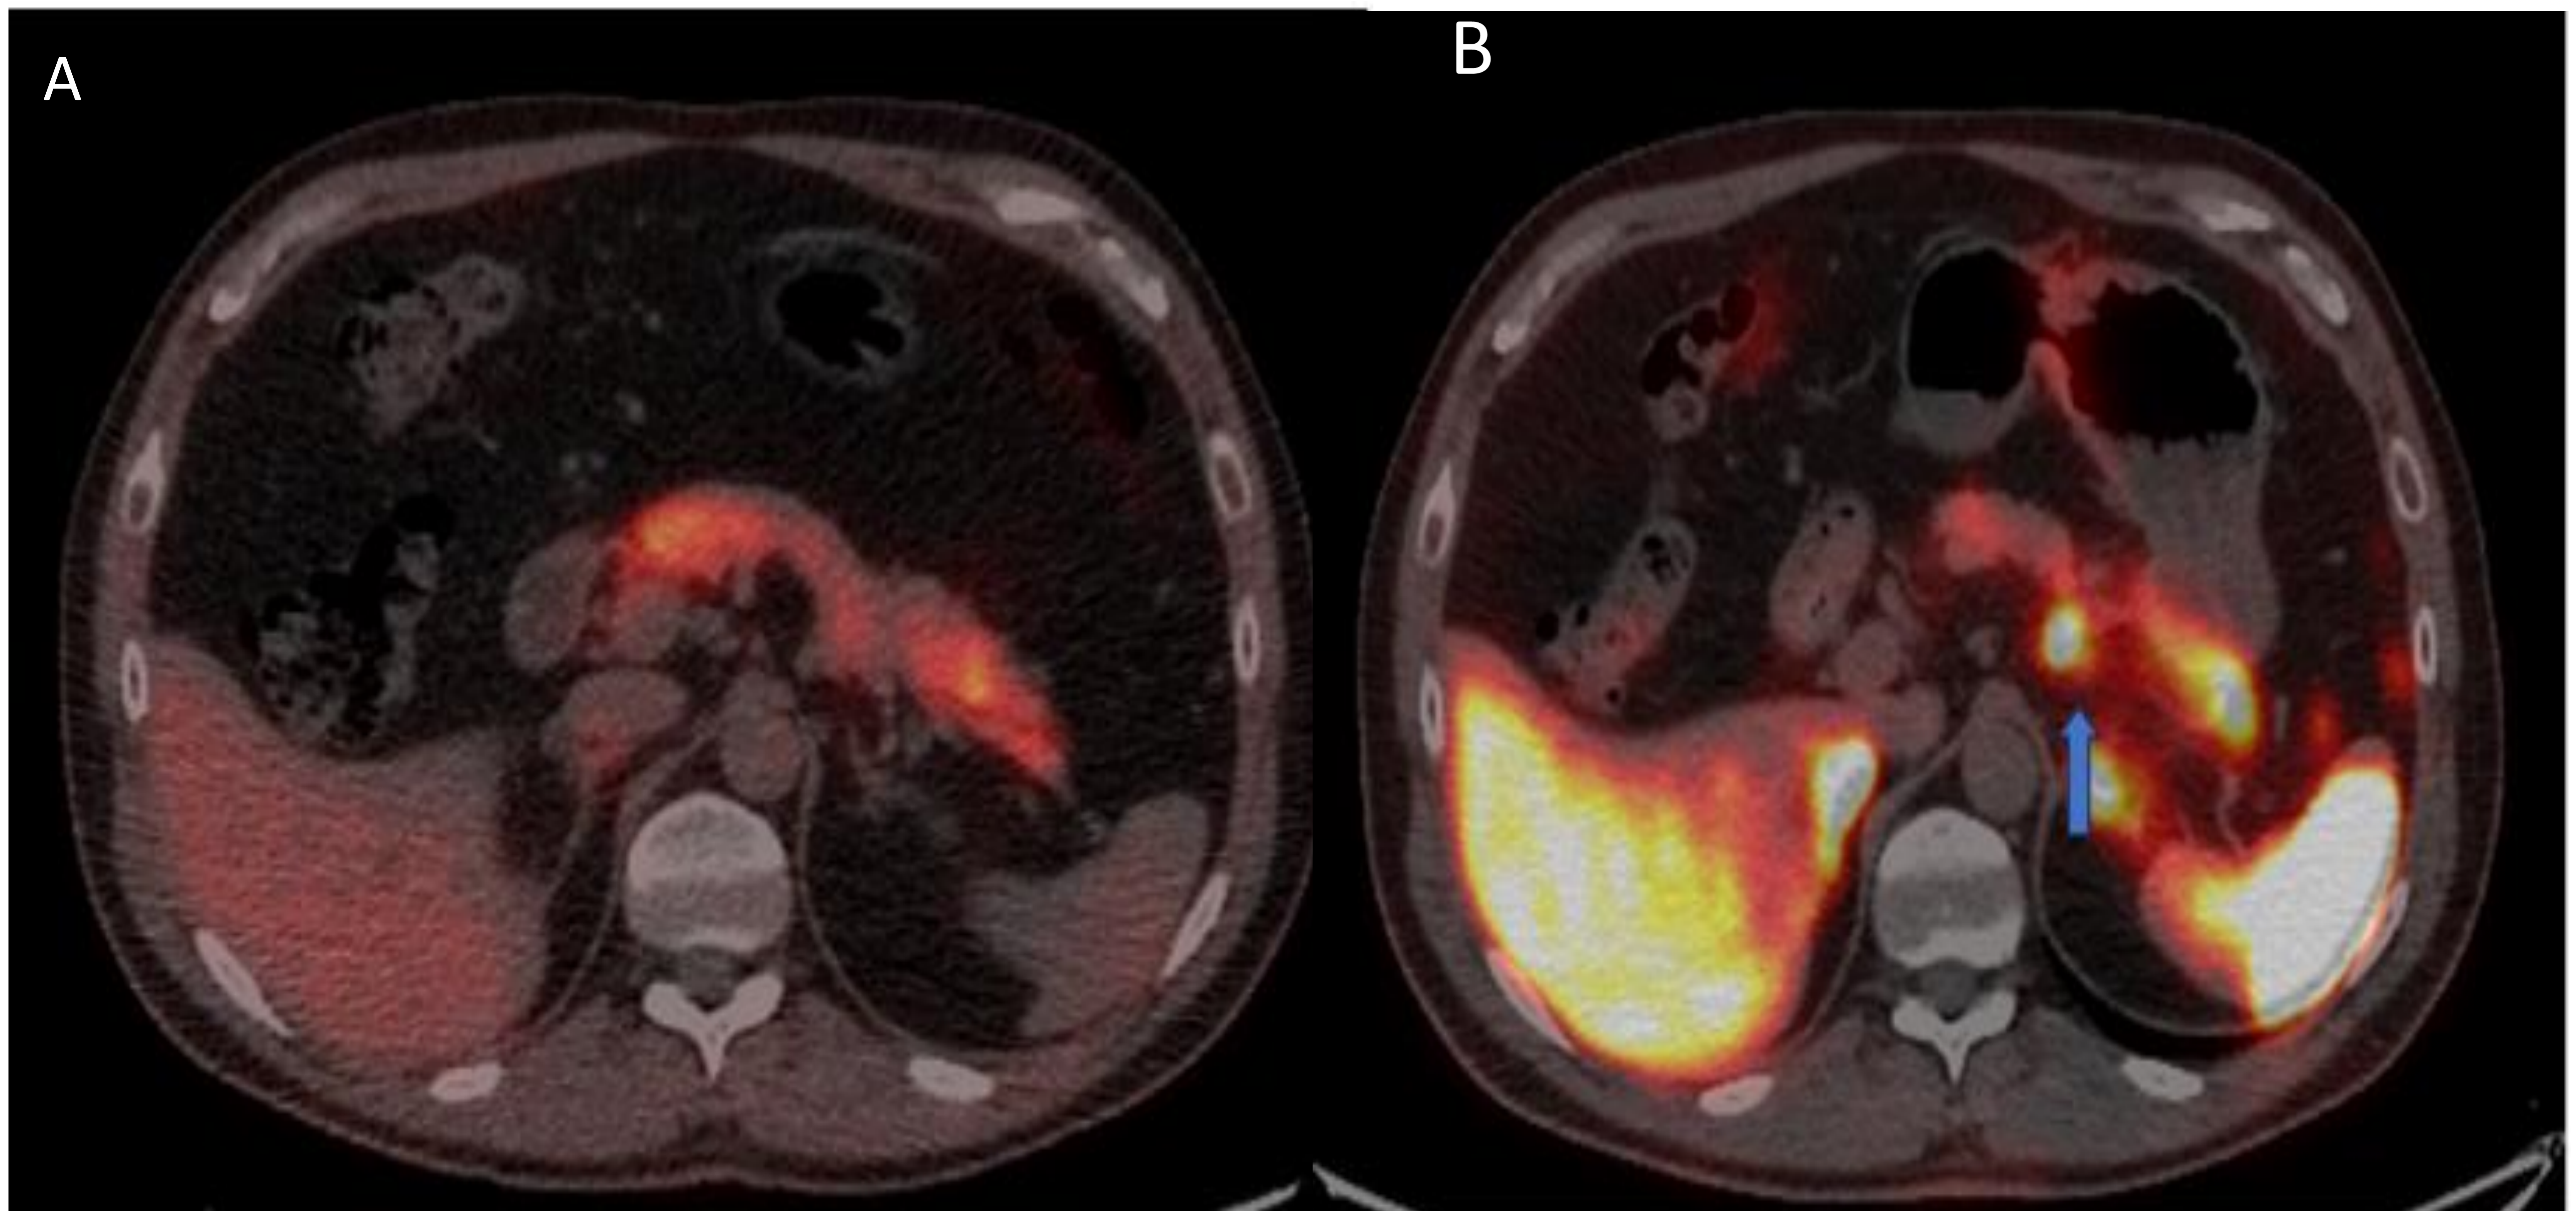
(continuación),Imagen A:PET-TC FDG para ampliar estudio y confirmar sospecha de TNE de pancreas; no se observa captación a nivel de cuerpo de páncreas, por lo que se sospecha NNE de probable bajo grado.
